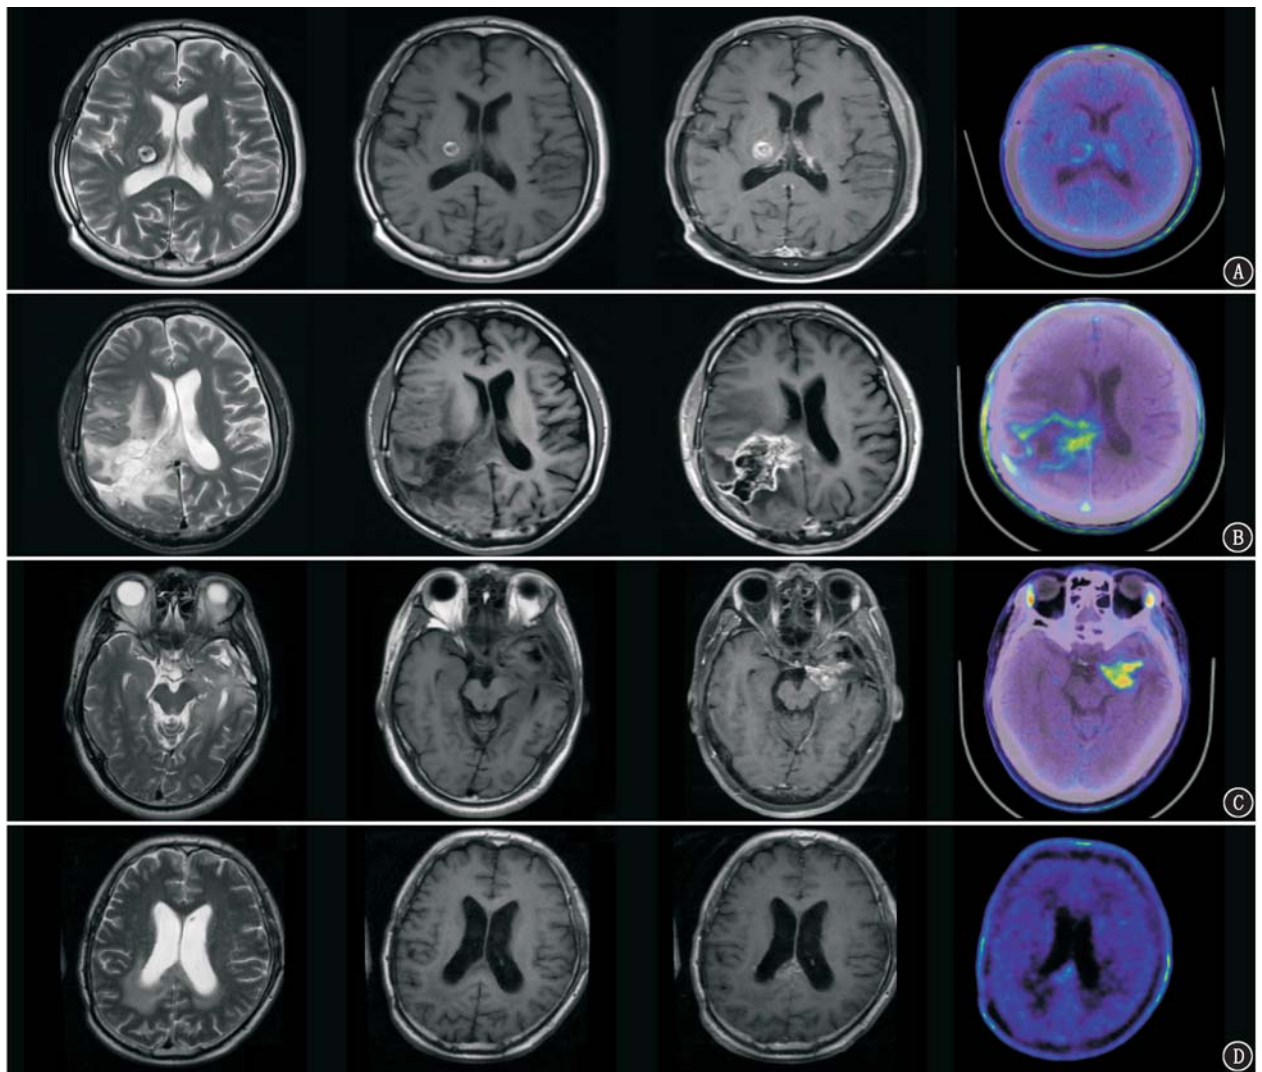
胶质瘤术后患者的影像学检查图[各图由左至右分别为 MRI T₂ 加权成像(WI)、T₁WI、T₁ 增强及¹¹C-蛋氨酸 PET/CT 显像图]。A. 低级别胶质瘤术后未复发患者(男,59岁),T₂WI 与 T₁WI 高信号,增强扫描轻度强化,PET/CT 显像示病灶边缘轻度摄取;B. 低级别胶质瘤术后复发患者(男,39岁),T₂WI 高信号,T₁WI 低信号,增强扫描术区边缘不规则强化,PET/CT 显像示病灶边缘摄取增高;C. 高级别胶质瘤术后复发患者(男,40岁),T₂WI 高信号,T₁WI 低信号,增强扫描颞叶内侧不规则强化灶,PET/CT 显像示病灶摄取明显增高;D. 高级别胶质瘤术后未复发患者(男,59岁),T₂WI 高信号,T₁WI 稍低信号,增强扫描术区边缘轻度强化,PET/CT 显像示病灶边缘轻度摄取
